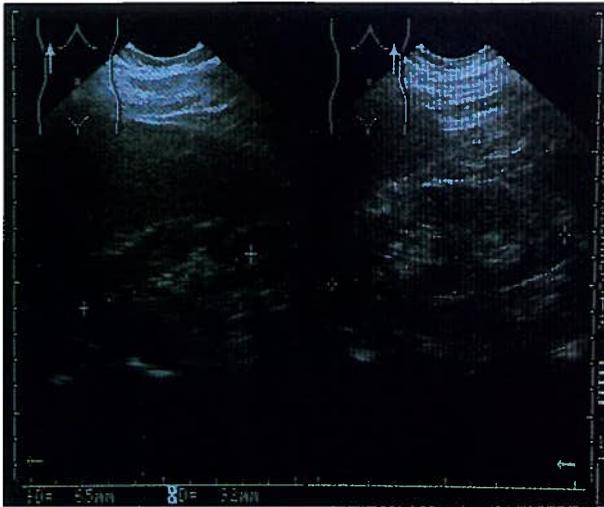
Ecografia renal - assimetria das dimensões os rins, sendo o diâmetro bipolar do rim direito de 6.5 cm.
